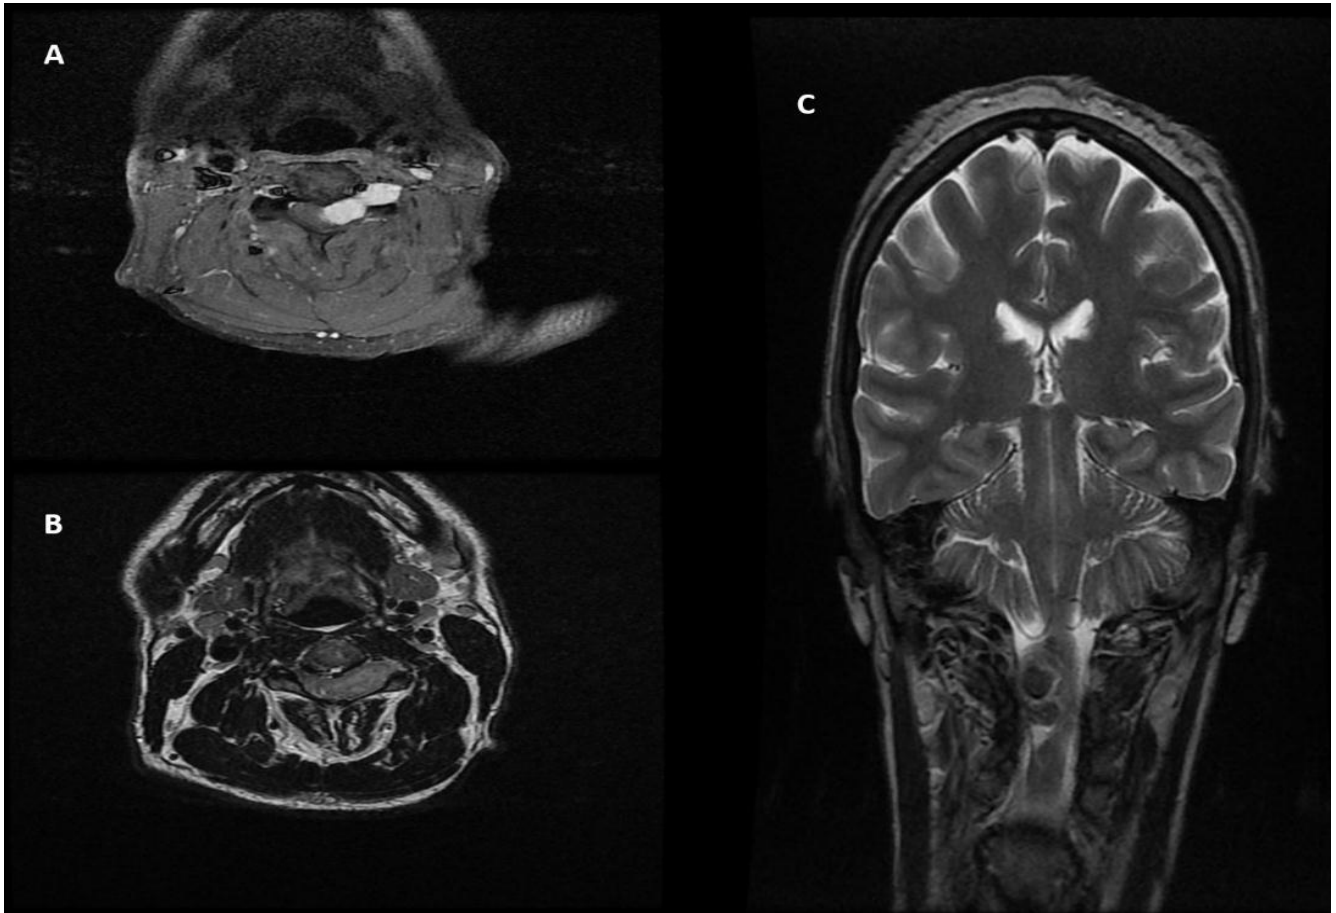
IRM cérébrospinale qui objective un neurinome du FM
